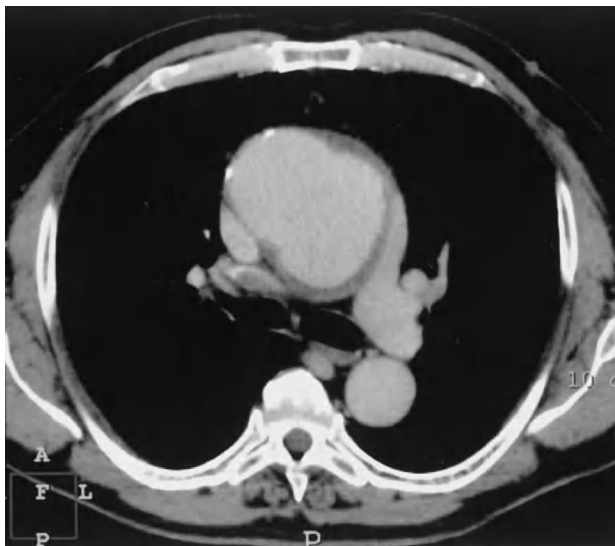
Tomografía axial computarizada con contraste (angio-TAC) de tórax (corte axial). Aneurisma de aorta torácica que provoca compresión extrínseca de la arteria pulmonar derecha que parece estar trombosada.
